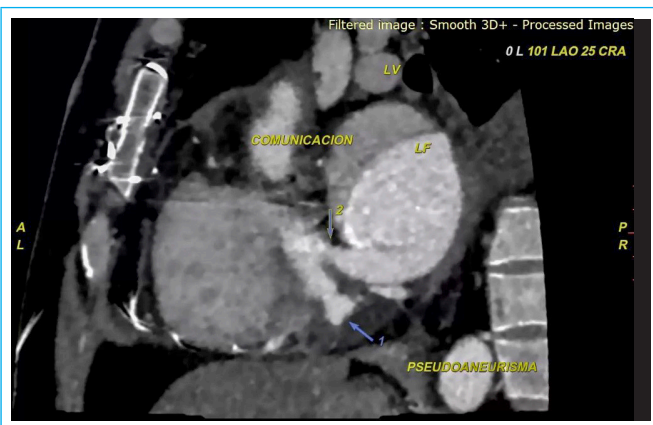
Tomografía cardíaca que evidencia dilataciones saculares ubicados a nivel del anillo mitral posterior compatibles con pseudoaneurismas, las cuales se comunican directamente con la falsa luz.
